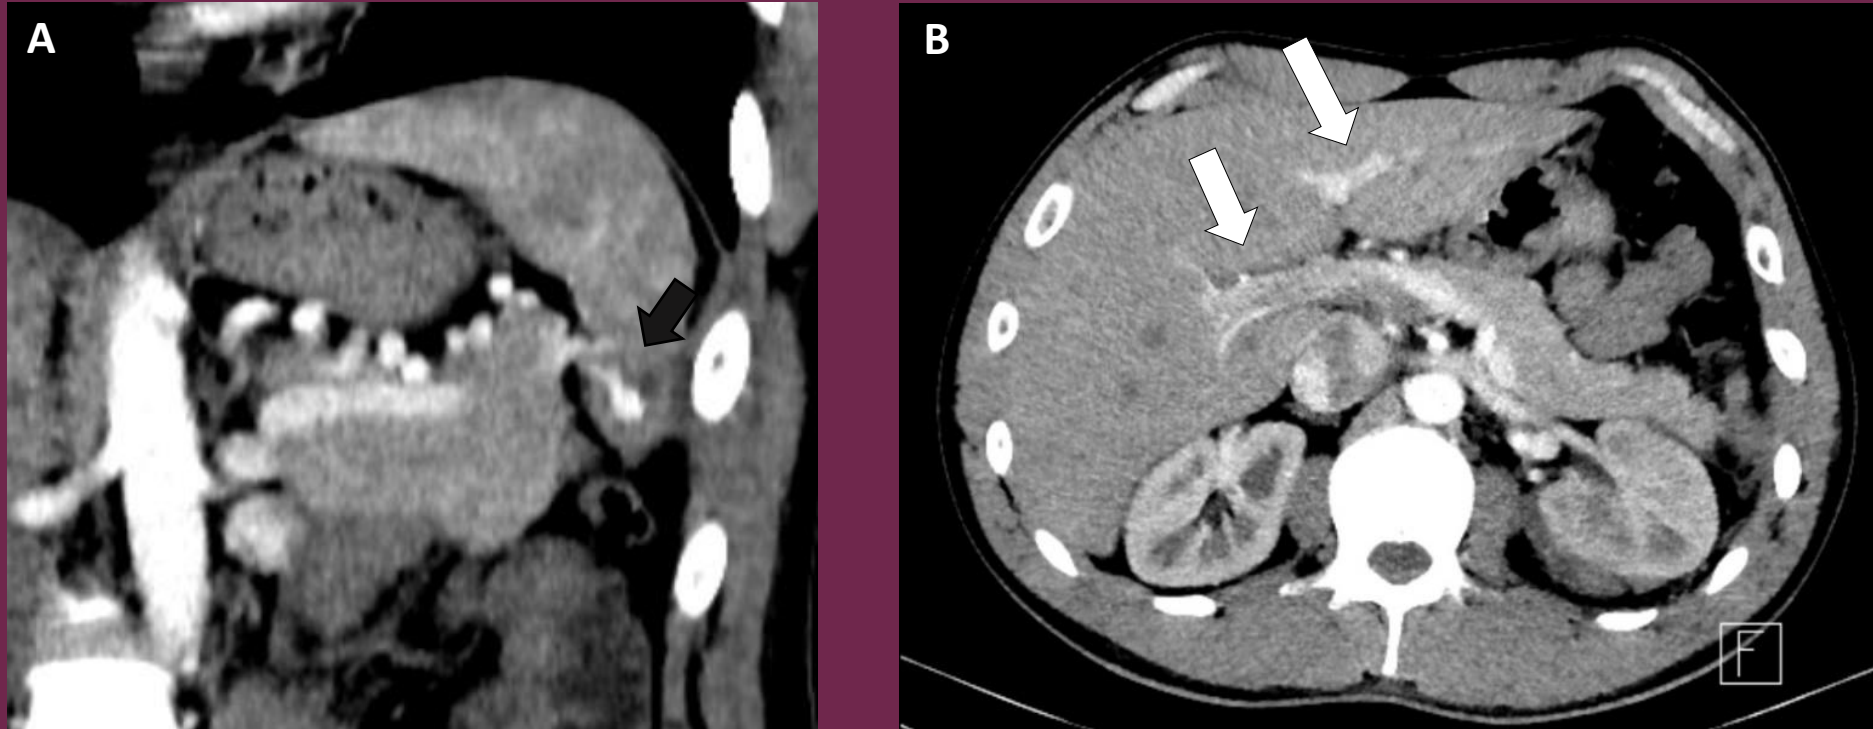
Tomografía computada de abdomen y pelvis con contraste endovenoso. A- Corte coronal en fase arterial que muestra un saco aneurismático que drena en la vena esplénica (flecha negra). B- Corte axial en fase arterial, se opacifica el sistema porta, lo que sugiere una fístula arteriovenosa esplénica (flechas blancas)
